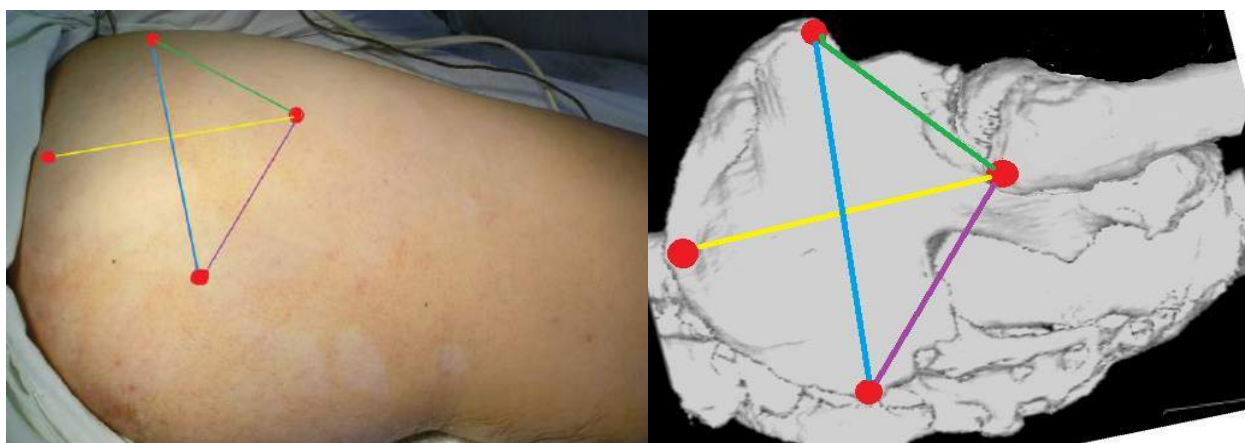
Співвідношення відстаней-орієнтирів на тілі пацієнта й реконструкціях СКТ.
